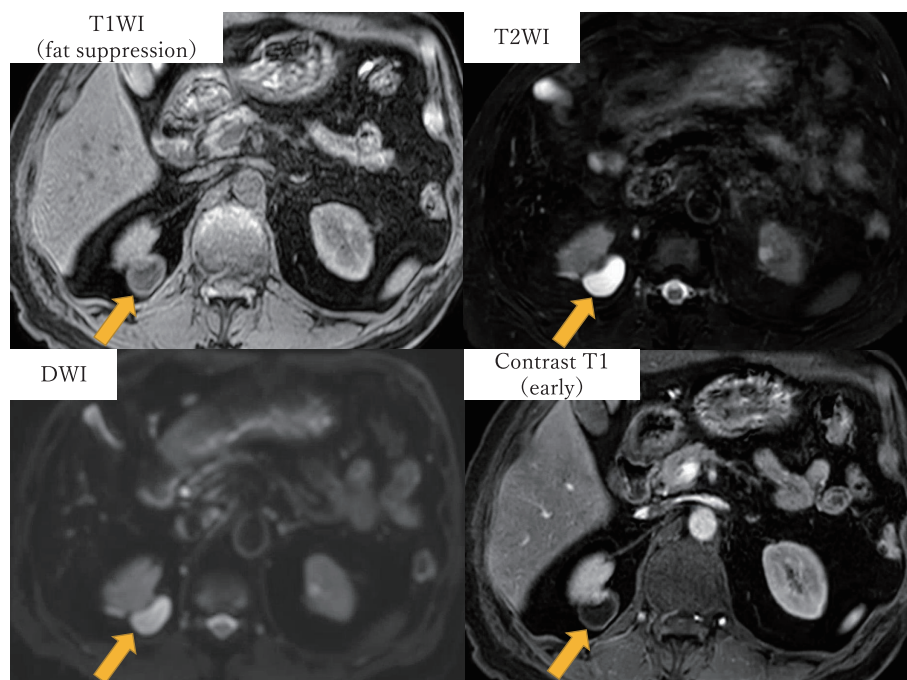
Abdominal contrast enhanced MRI.
